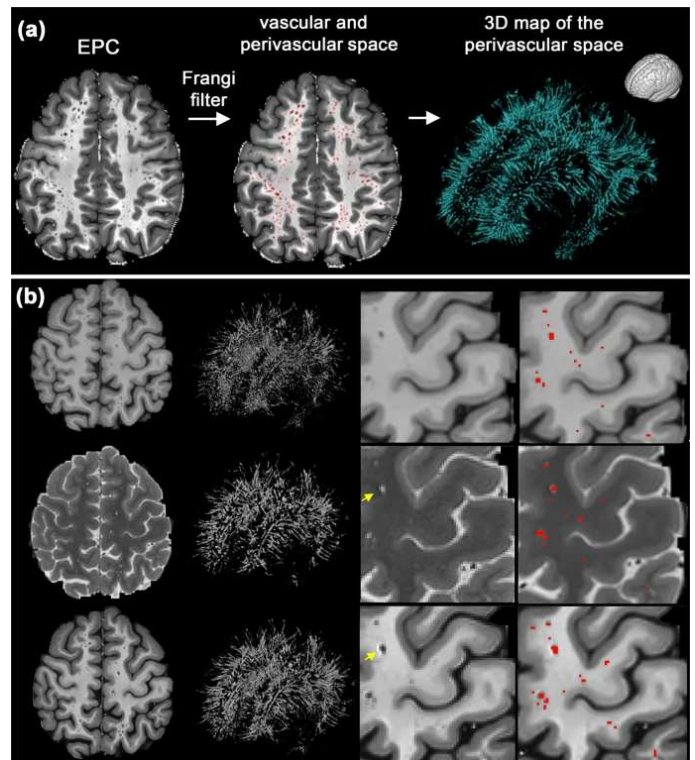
Image processing approaches to enhance perivascular space visibility and quantification using MRI
